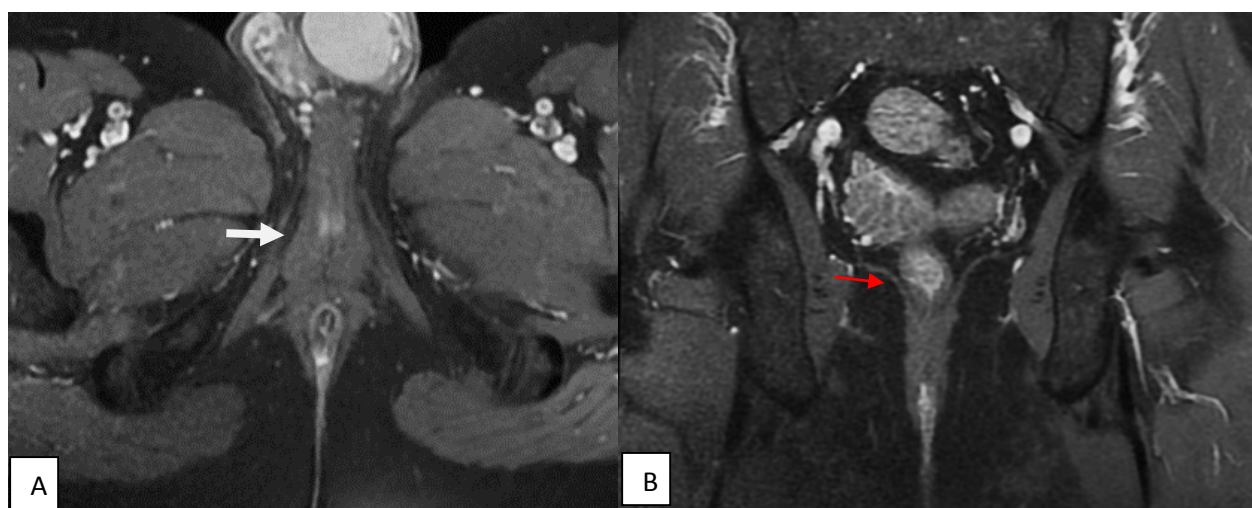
IRM séquence T1 Gado+ séquences axiale (A) et coronale (B) : petit trajet fistuleux avec un orifice interne situé à 6H (flèche blanche), un trajet vertical vers le bas (flèche rouge), rehaussé après injection de gadolinium témoignant de son caractère actif.
